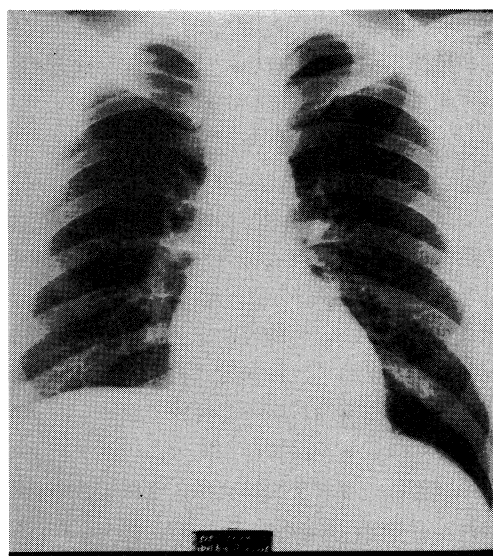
Chest X-ray film taken on November 4, showing disappearance of the coin lesion.
